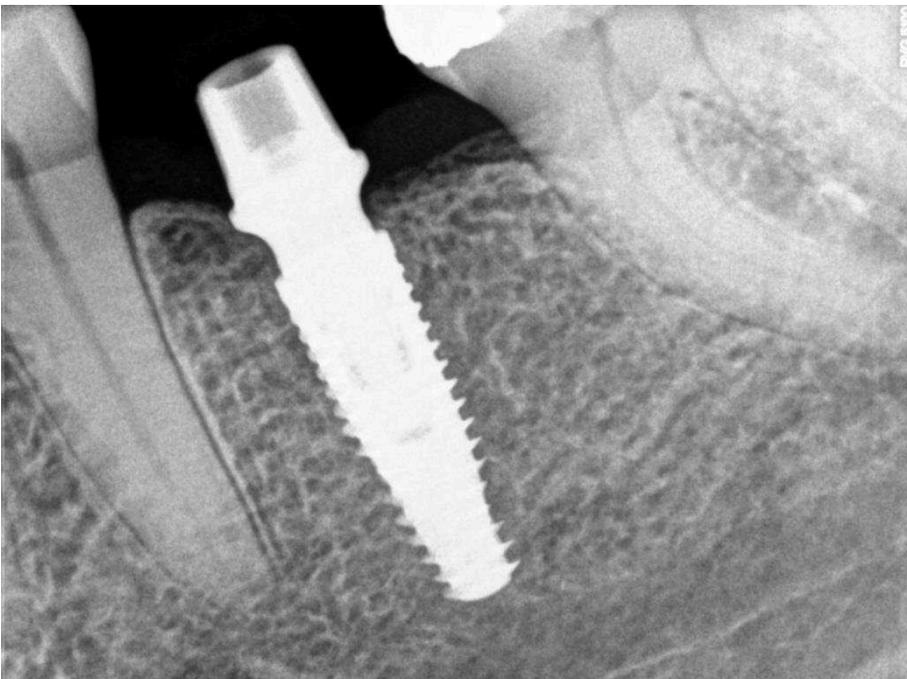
Radiografia do Munhão Universal instalado
